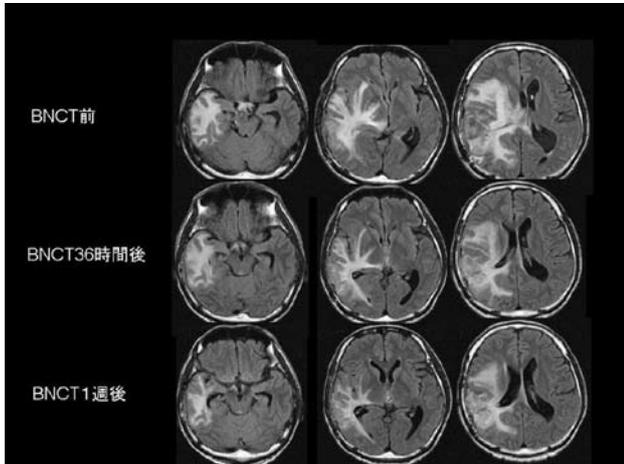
再発膠芽腫に対するBNCTの治療効果 (FLAIR-MRI)
